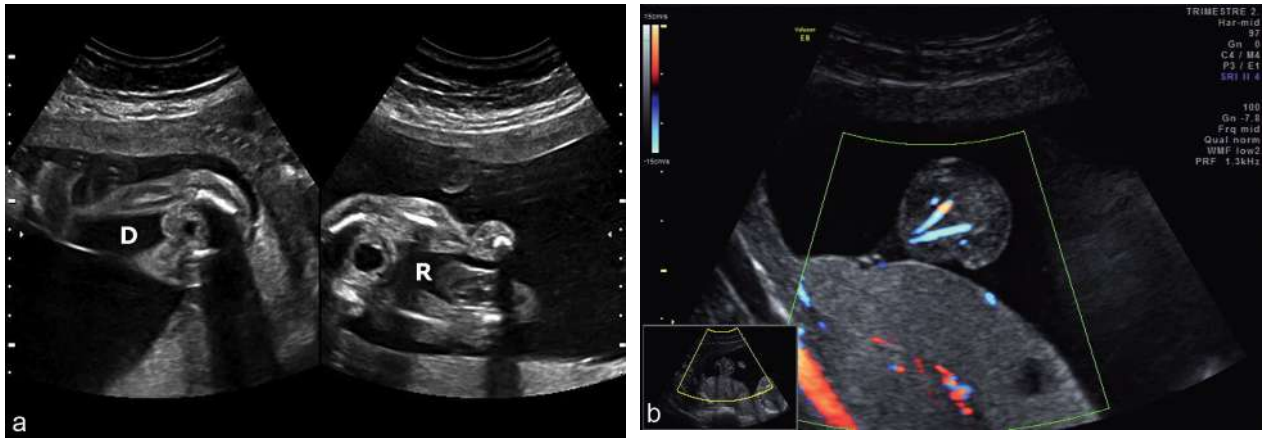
Syndrom transfuseur-transfusé (STT). Asymétrie des vessies. a. STT à 22 SA. Petite vessie et oligoamnios chez le donneur (D), en comparaison avec le receveur (R) dont on devine le cordon assez gros = stade 1 car la vessie du donneur est quand même bien visible. b. Aide du codage Doppler couleur des artères ombilicales intra-abdominales pour objectiver la vessie vide du transfuseur en anamnios = stade 2.
